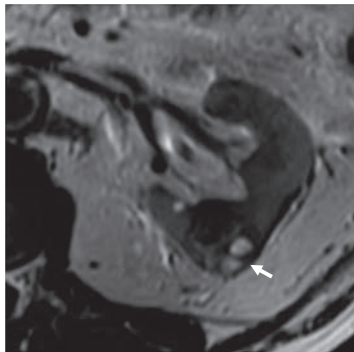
80歳台男性 食道癌の化学放射線治療後の経過観察CTにて、腎癌を疑う左腎腫瘍を指摘された。高齢で冠動脈バイパス術の既往もあり、CTガイド下経皮的凍結療法が選択された。
